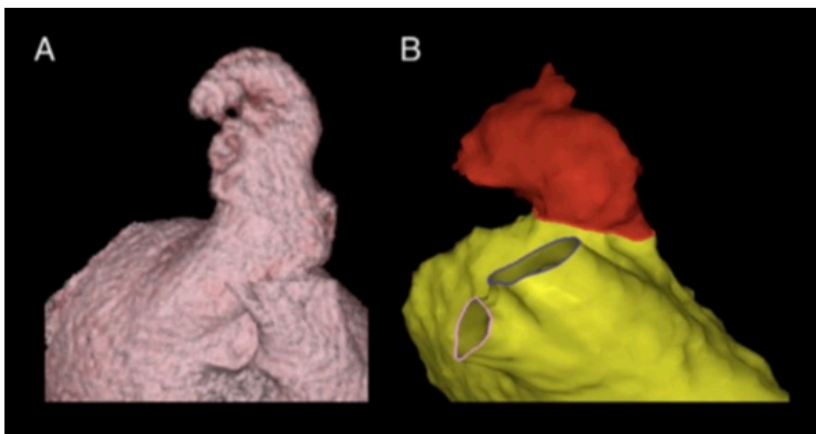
„Windsack“-Typ (A) CT und (B) MRT (Di Biase et al. 2012). Die Verwendung erfolgt mit freundlicher Genehmigung von Elsevier.
